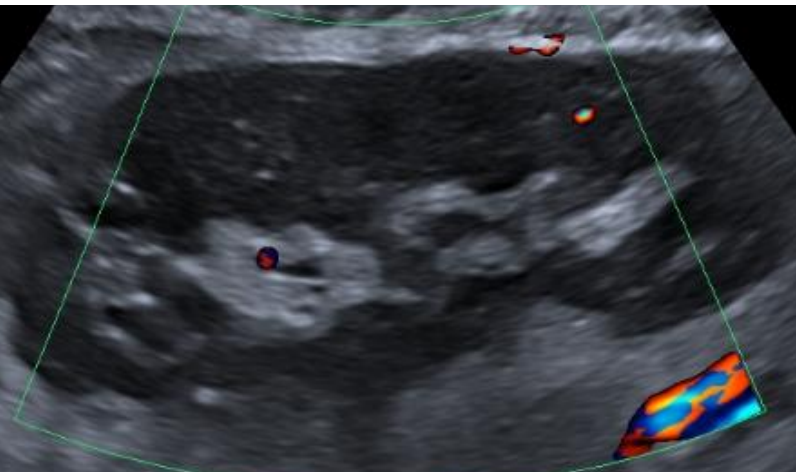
No se detecta flujo Doppler color ni microvascular en la ecografía del primer día postrasplante. La cortical se encuentra muy hipoecogénica y, tras administrar contraste ecográfico, se confirma ausencia de perfusión del riñón. La cirugía urgente confirma el infarto renal y la trombosis.
